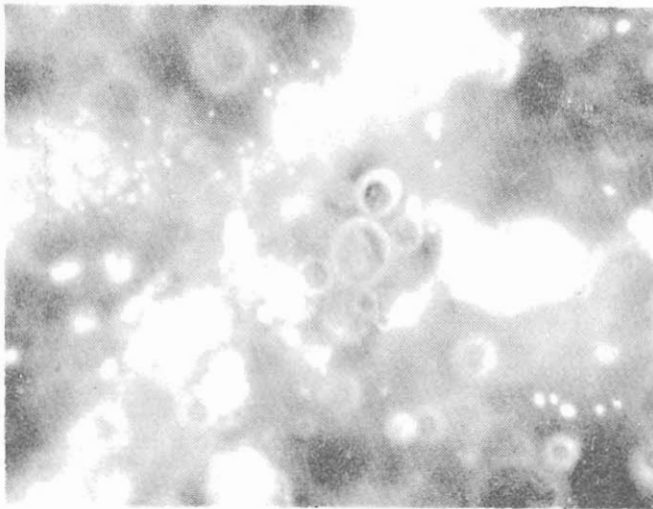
Examen en fresco a campo oscuro del tejido granulomatoso periapical. Se observa con gran nitidez lo múltiple gemación y el doble contorno del Paracoccidioides bras.
